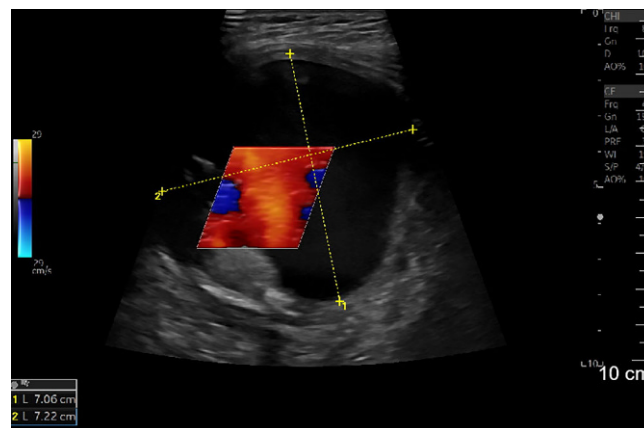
◀ Farbkodierte Duplexsonographie der Raumforderung im Bereich der linken Klavikula
